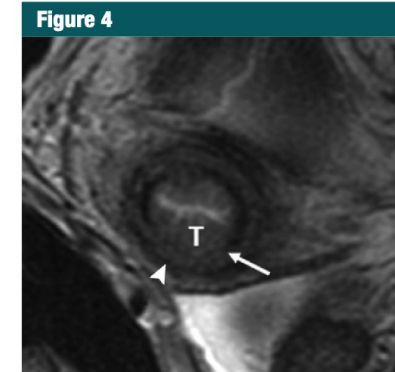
Invasive squamous cell carcinoma of the cervix in a 25-year-old woman. Axial oblique T2-weighted fast spin-echo image shows invasion of the middle third of the cervical stroma by tumor (*T*). Inner cervical stroma is interrupted (arrow), while the outer cervical stroma is preserved (arrowhead). At final trachelectomy pathologic analysis, the depth of cervical stromal invasion was 8 mm, while the total cervical stromal thickness was 18 mm.
